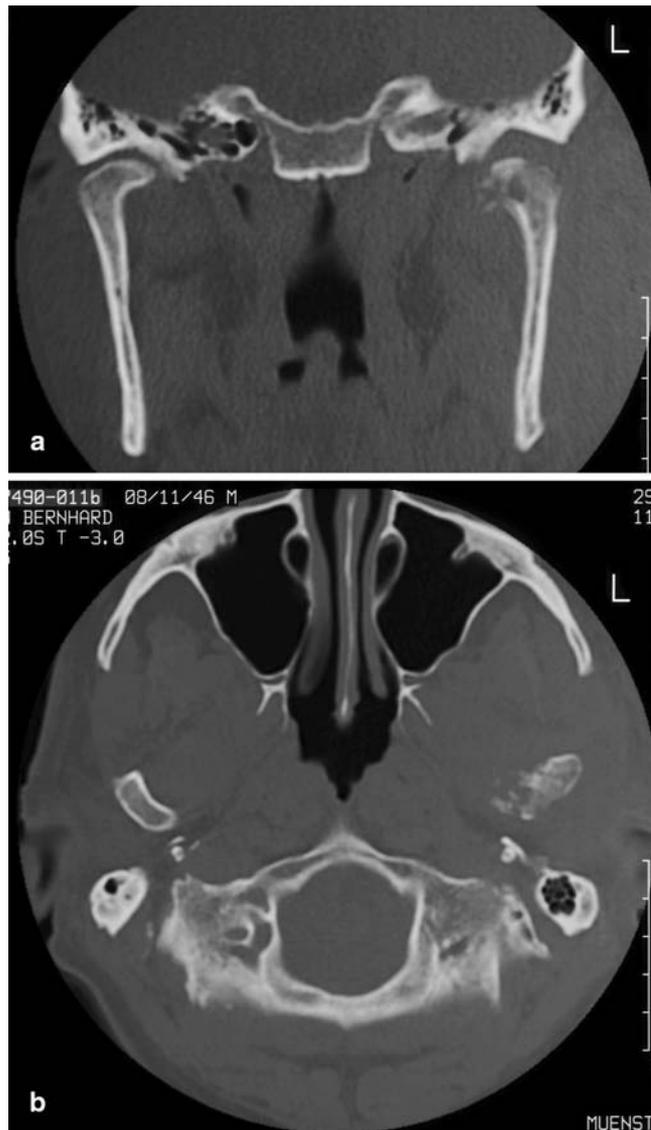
a ◀ CT (koronar) des destruierten linken Kondylus, b CT (axial) des destruierten linken Kondylus
